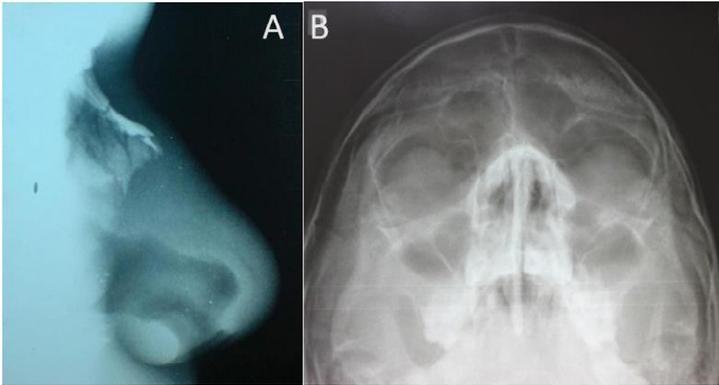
Radiografia em perfil de ossos nasais sem lesão
